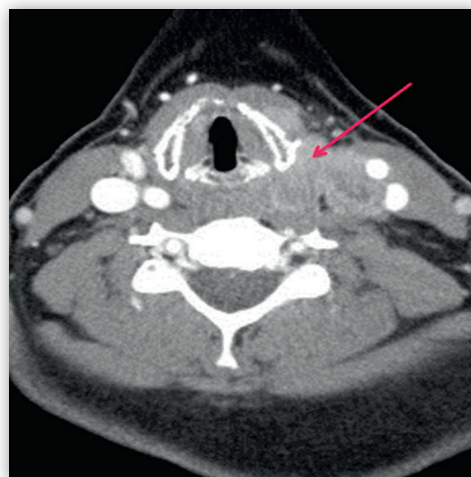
Correspondance en Imagerie au TDM
